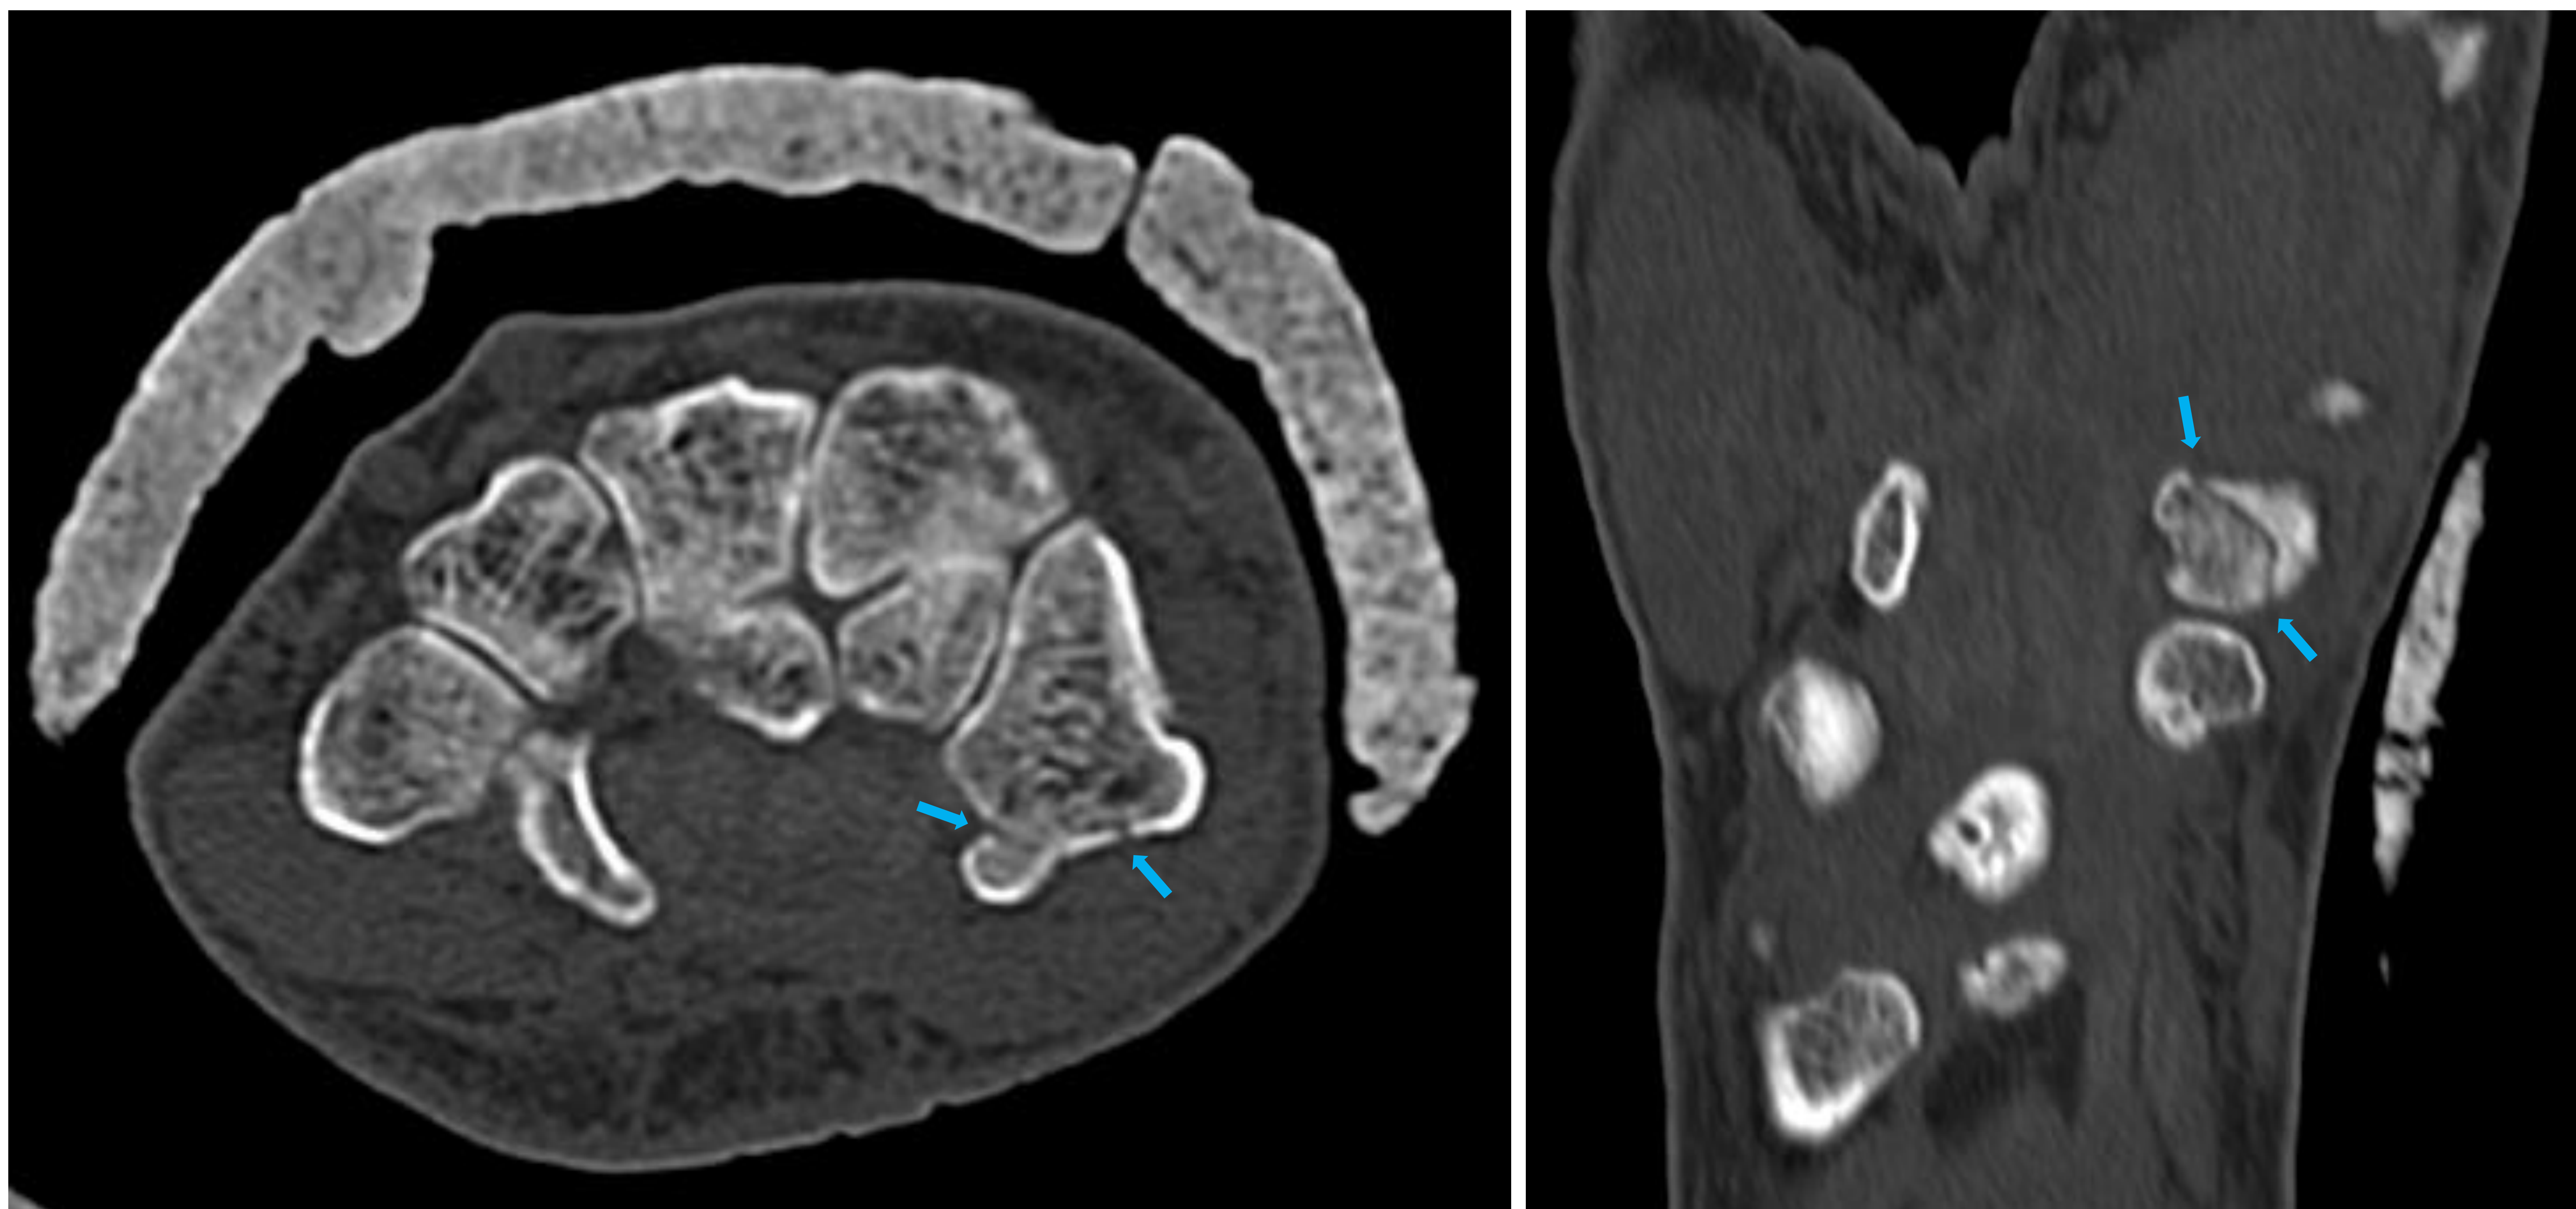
Imágenes TC axiales y coronales que muestran la fractura del trapecio del paciente de la Fig.24
